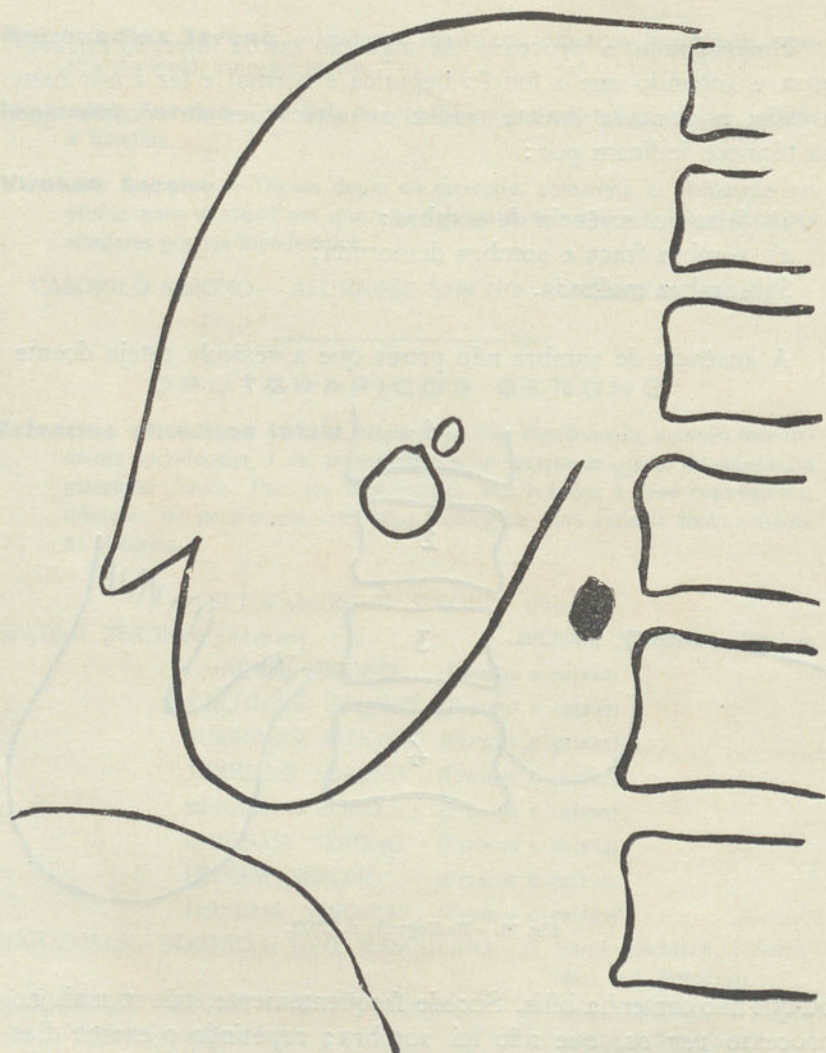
Radiografia n.º 3420.
